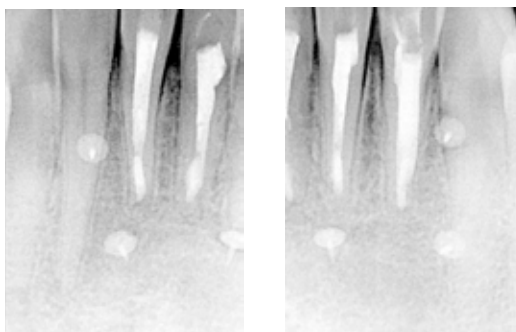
Radiographie rétro alvéolaire de contrôle à 24 mois post-opératoire.
